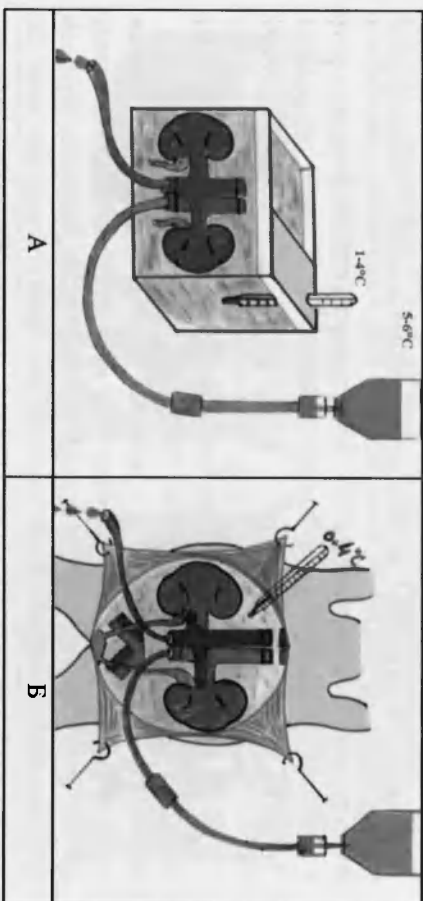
Консервация изолированного почечного комплекса методом гипотермической перфузии по R. Renaldi-García (А) и *in situ* — модификация (Б)
